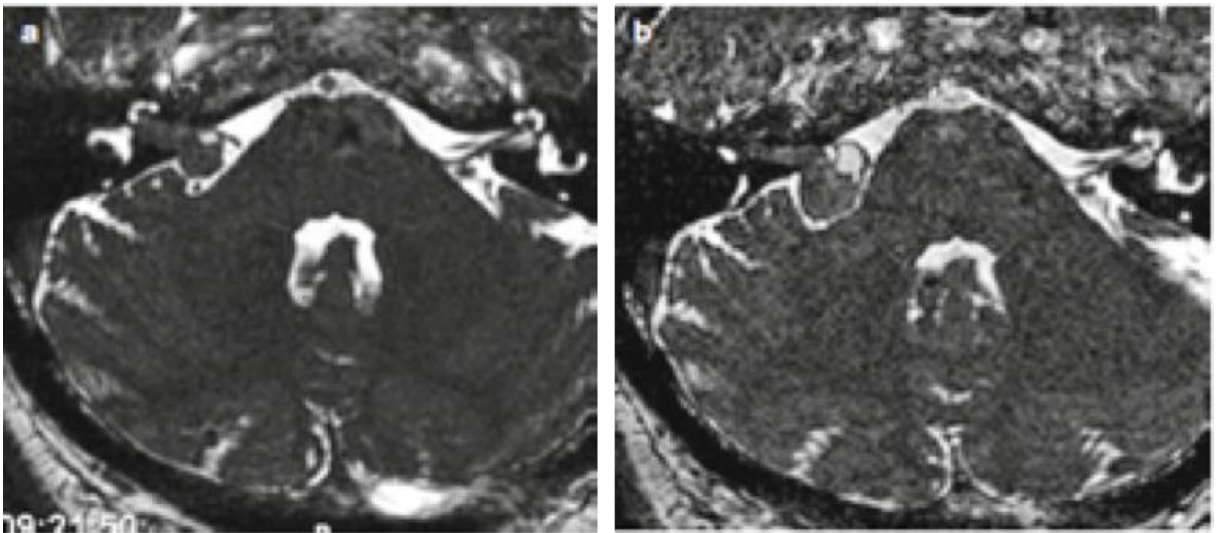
SV stade I / SV stade II, 18 mois après la 1ère IRM
